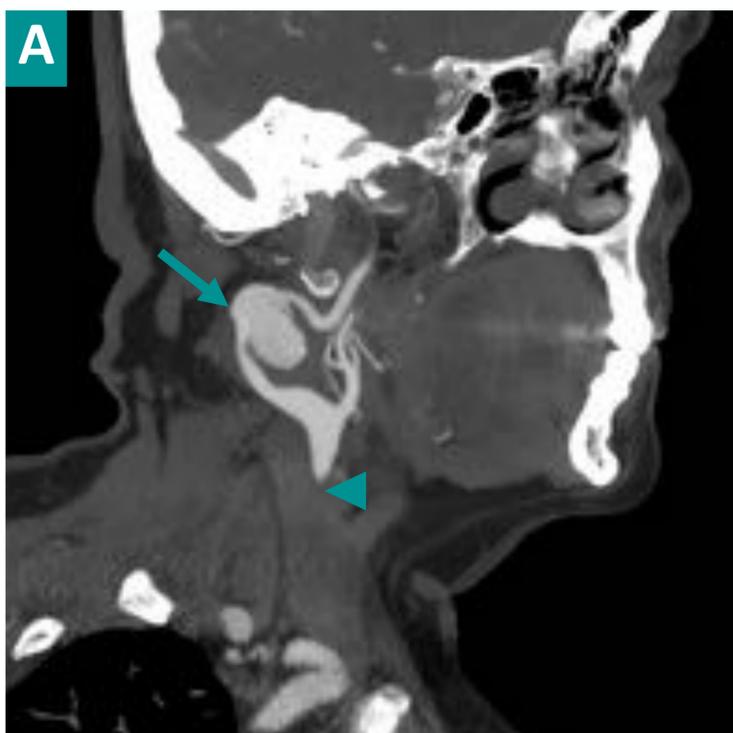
Reconstrucciones coronal (A) y en 3D (B) de una TC de troncos supraaórticos con contraste intravenoso en fase arterial de una paciente que acude al servicio de Urgencias por haber sufrido una agresión y que presenta una herida por arma blanca en el cuello. Se observa un pseudoaneurisma (flecha) dependiente de la arteria carótida común derecha previo a su bifurcación.
